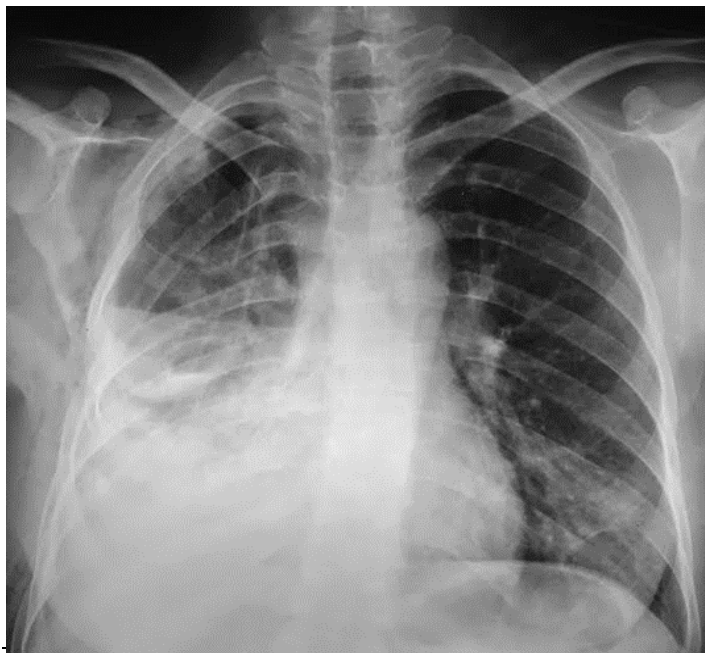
Radiographie thoracique de face montrant un niveau hydroaérique en rapport avec un pyopneumothorax. (Service de chirurgie thoracique CHU Mohamed VI Marrakech)
